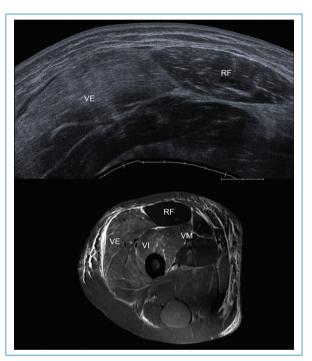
Ecografía panorámica trasversal de muslo derecho y corte axial del mismo muslo en secuencia STIR de RM. Se evidencia aumento marcado de la ecogenicidad en toda su extensión e hiperintensidad difusa del compartimiento anterior. Recto femoral con ecogenicidad e intensidad conservada.
